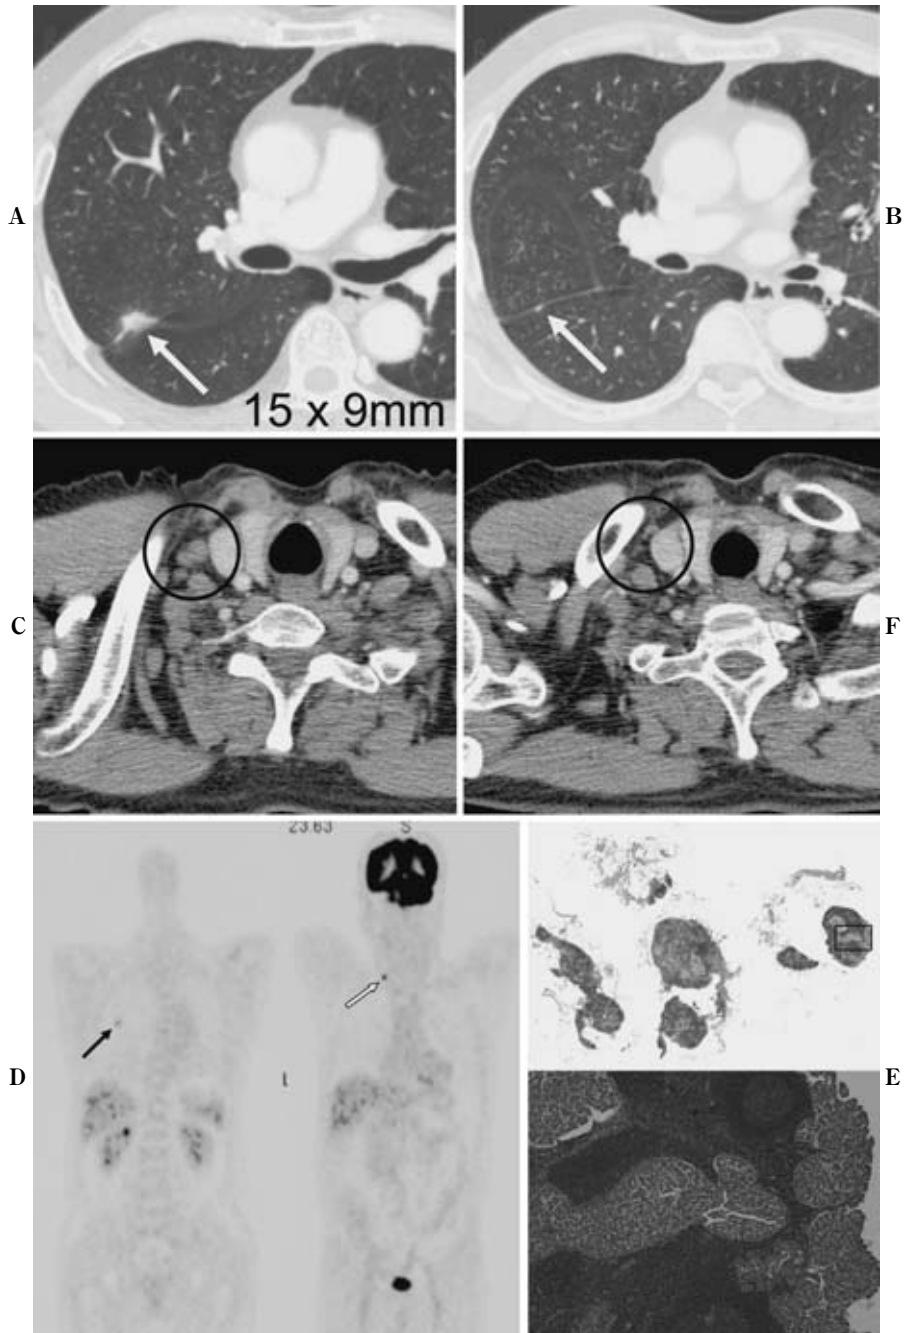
A 56-year-old man with well to moderately differentiated adenocarcinoma in the right upper lobe. CT shows a small patchy nodule adjacent to pleura extending to the lower lobe (A, arrow). There are punctate inter-lobar pleural disseminations besides the primary tumor (B, arrow). Contrast enhanced CT shows a slightly enlarged right supraclavicular node 11×7 mm in size (C). FDG-PET was performed (D). FDG accumulation of the primary lesion and supraclavicular node are low (arrow) and moderate to high (white arrow), respectively (D). Lymph node resection was performed to confirm the nodal staging. Pathologically the supraclavicular node consists of several tiny nodes and was diagnosed as positive for metastasis, but a metastatic lesion was demonstrated only in a part of one tiny node. The nodal diagnosis as a true positive result. But most of the elevated accumulation of supraclavicular nodes might be caused by the large area of sarcoid-like reaction (E). In this case the supraclavicular lymph node was removed (F).
